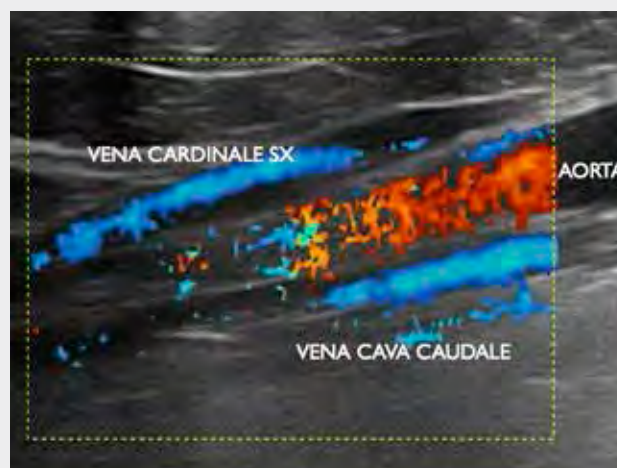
Scansione color-Doppler corrispondente a quella della Fig.2. La sonda è orientata in modo che il fascio di ultrasuoni abbia direzione caudo-craniale. In questo caso si osserva il flusso nell'aorta in rosso, cioè in avvicinamento alla sonda, mentre il flusso nella vena cardinale sinistra e nella vena cava caudale appare in blu
